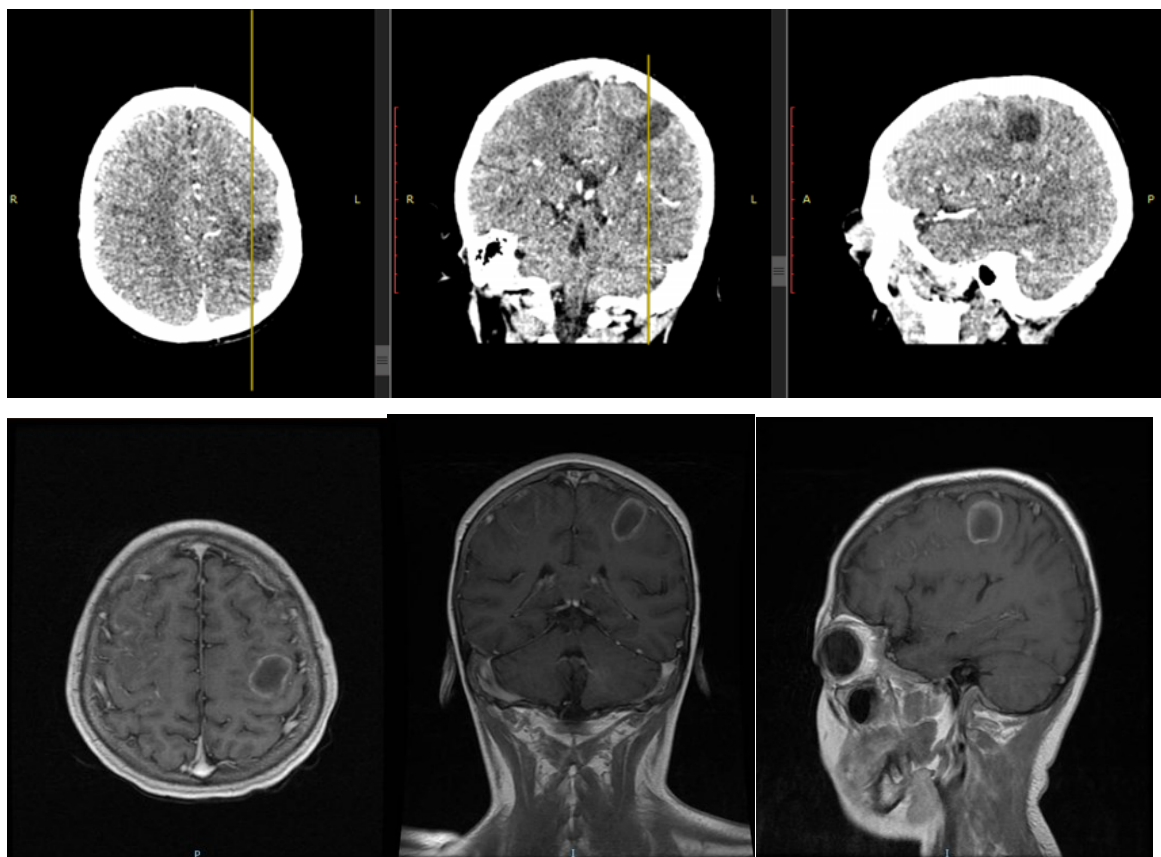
Arriba: Tomografía computarizada que corresponde a un paciente pediátrico obtenidas mediante corte axial, coronal y sagital respectivamente con contraste iv que muestra una masa hipodensa (centro del absceso) en la región parietal derecha. Abajo: Resonancia Magnética ponderada en T1 (mismo paciente) con corte axial, coronal y sagital respectivamente que muestra una zona de hipointensidad (centro del absceso) con realce en anillo de hiperintensidad en la región parietal derecha. (Cortesía de la Dra. Judy Castañeda Goyes)
